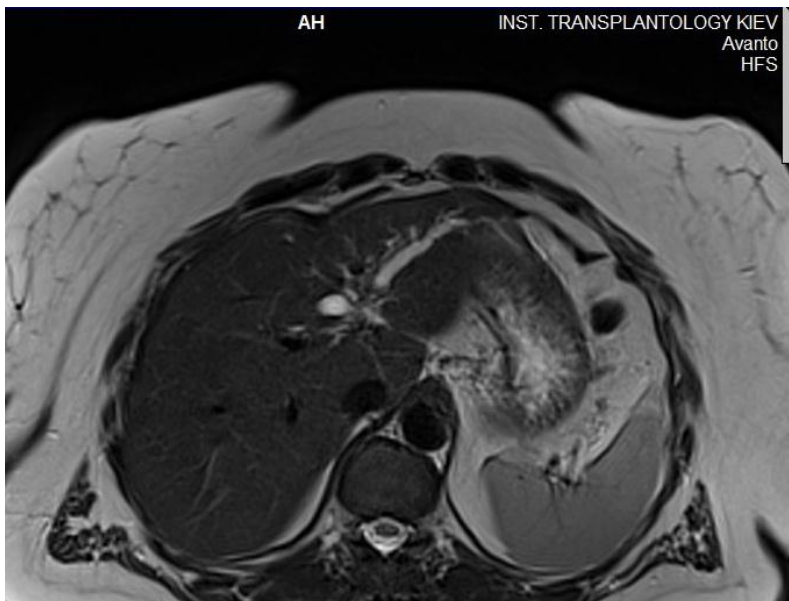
МРТ цієї ж хворої через 18 міс. після пошкодження.
